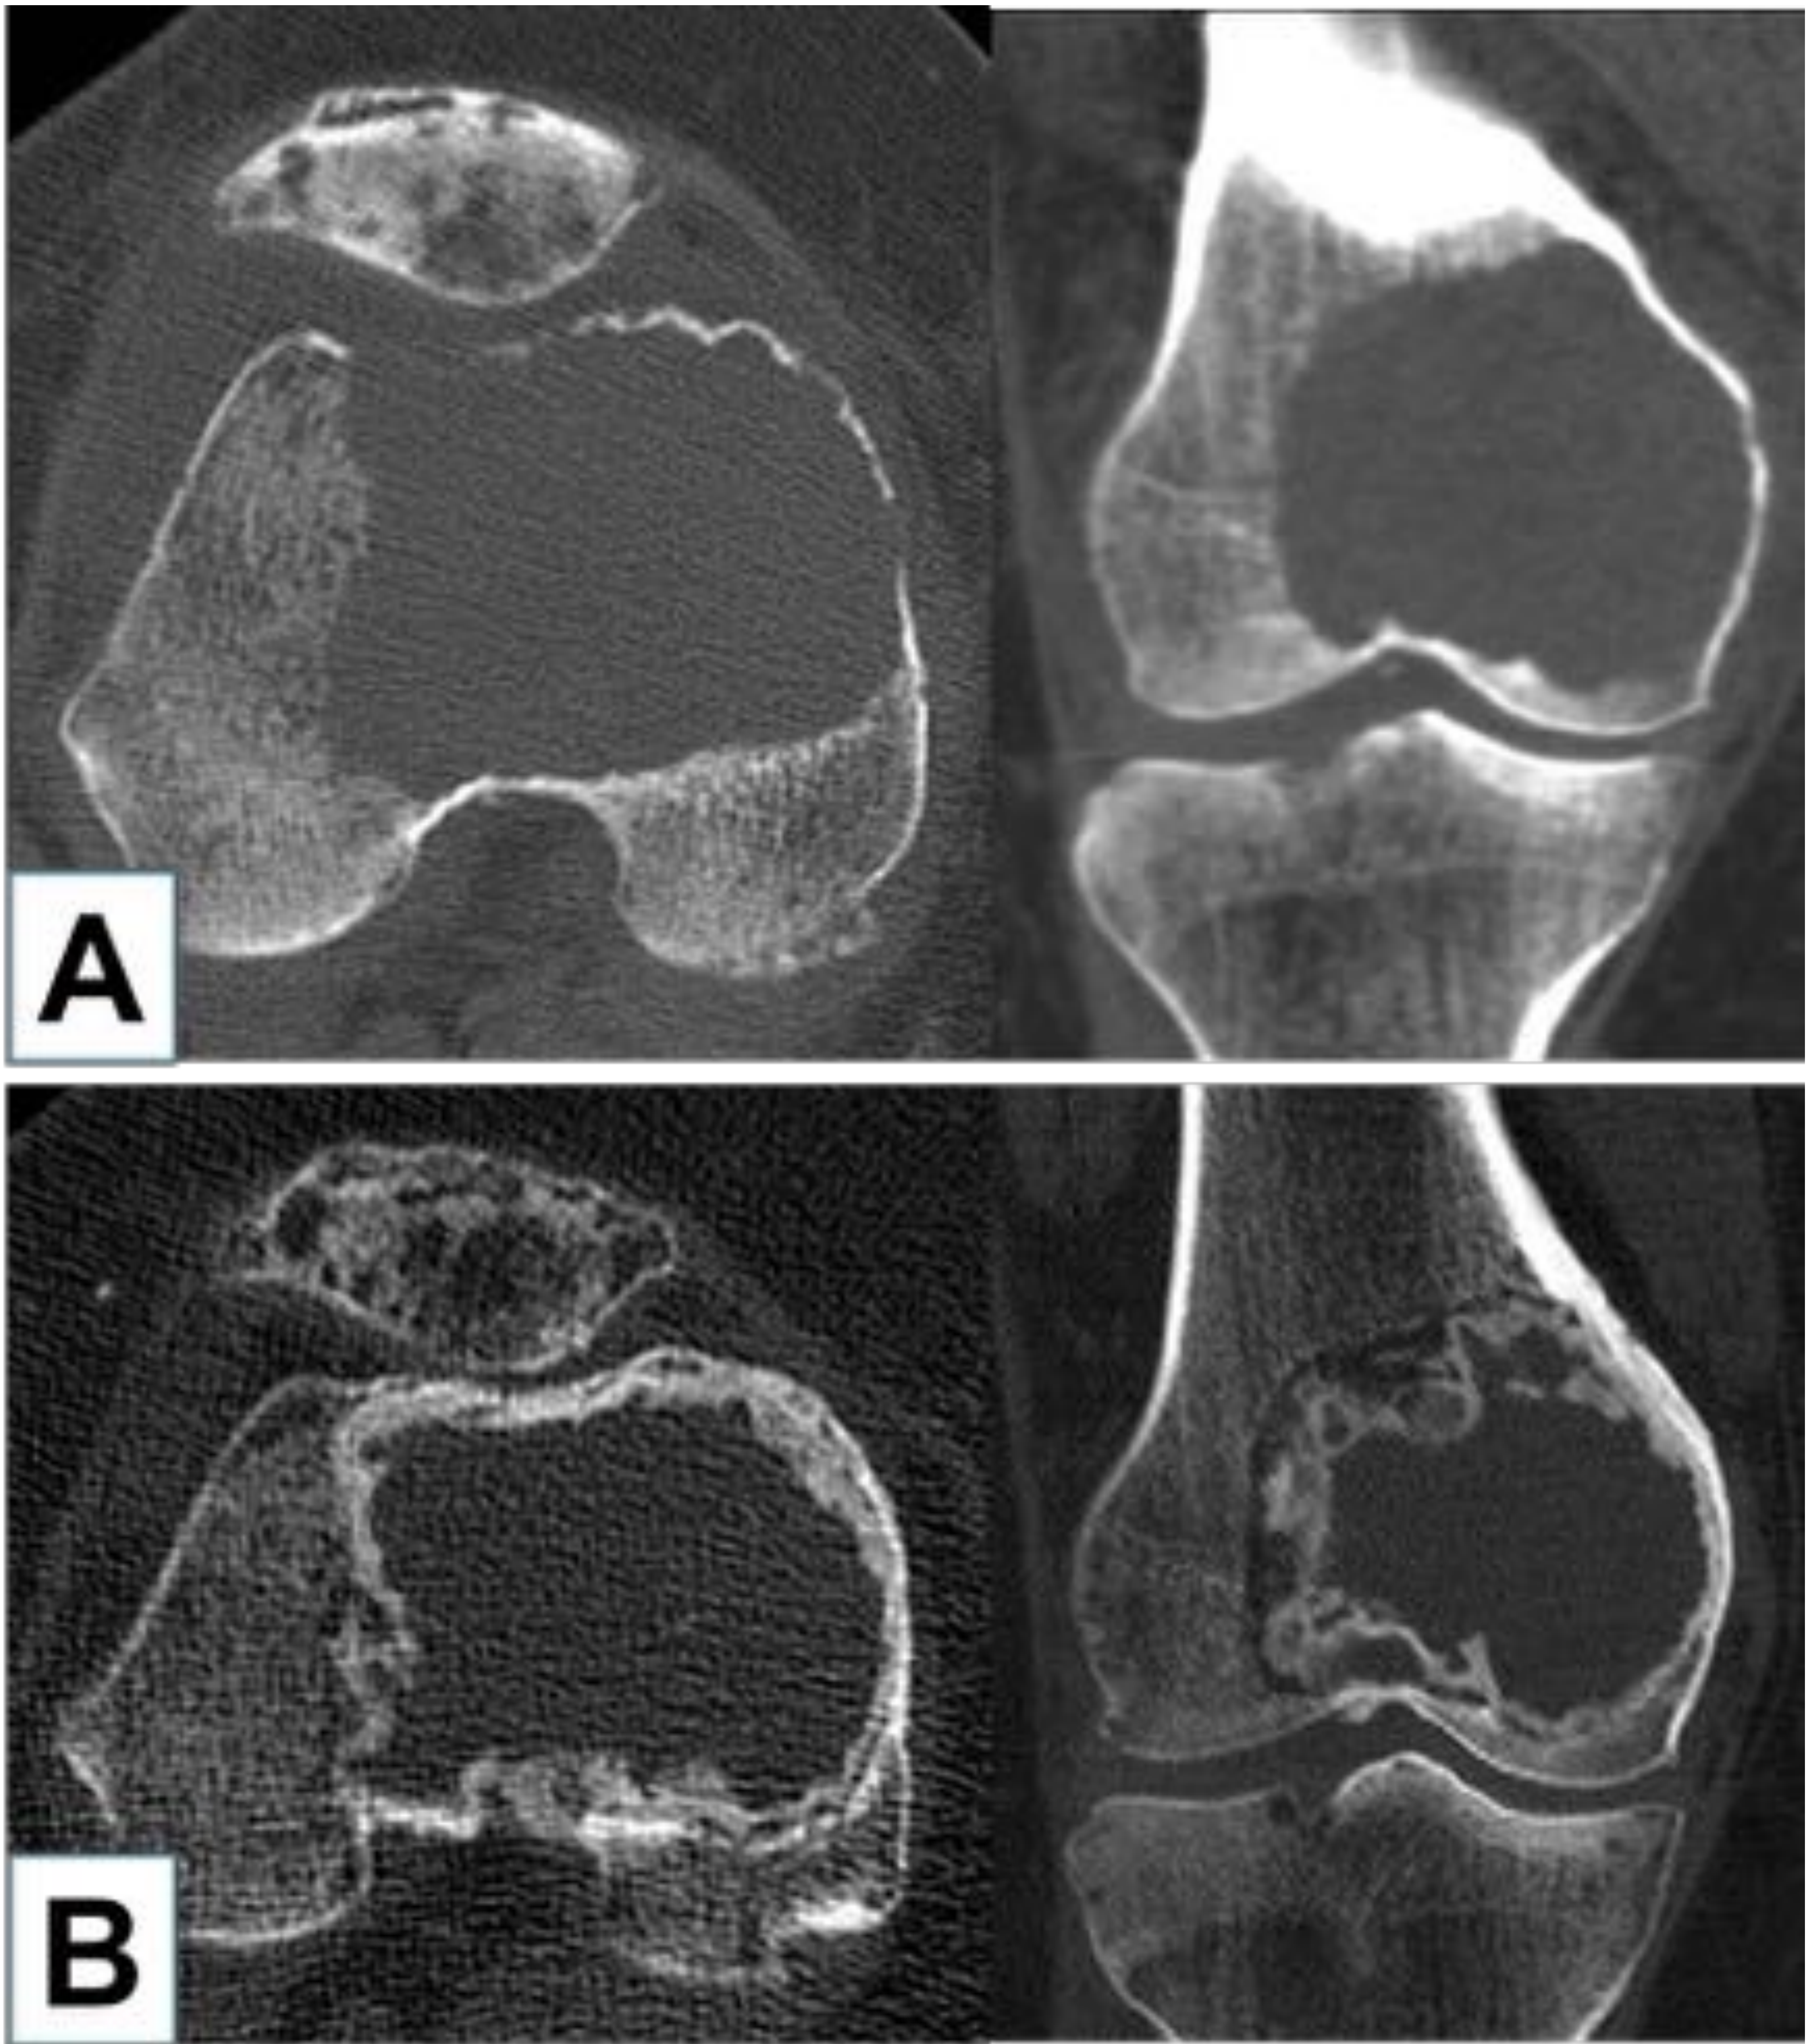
Caso 5: Estudio mediante TC de la lesión lítica femoral distal. A) Corte axial y reconstrucción coronal que muestra una extensa lesión lítica con erosión y adelgazamiento cortical. B) Corte axial y coronal tras tratamiento con denosumab que muestra reconstitución y engrosamiento cortical con mineralización periférica de la matriz tumoral.
